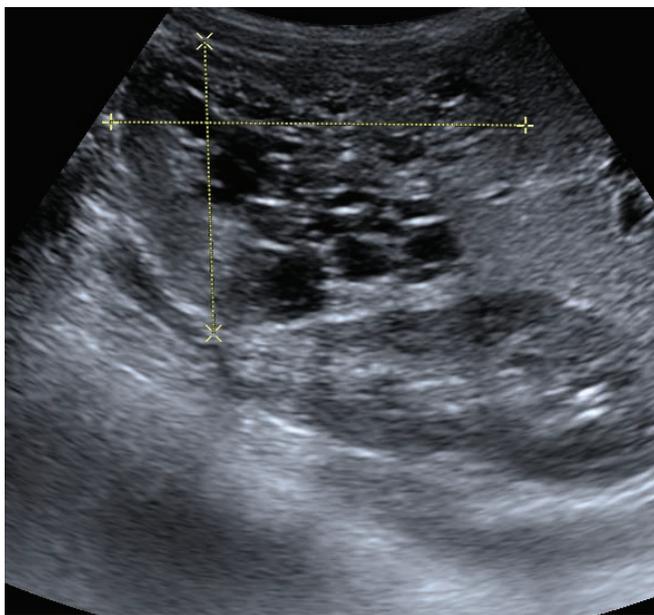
УЗИ – V, VI сегменты печени, в паренхиме которых лоцируются множественные жидкостные включения общим размером до $7,1 \times 5,2$ см
